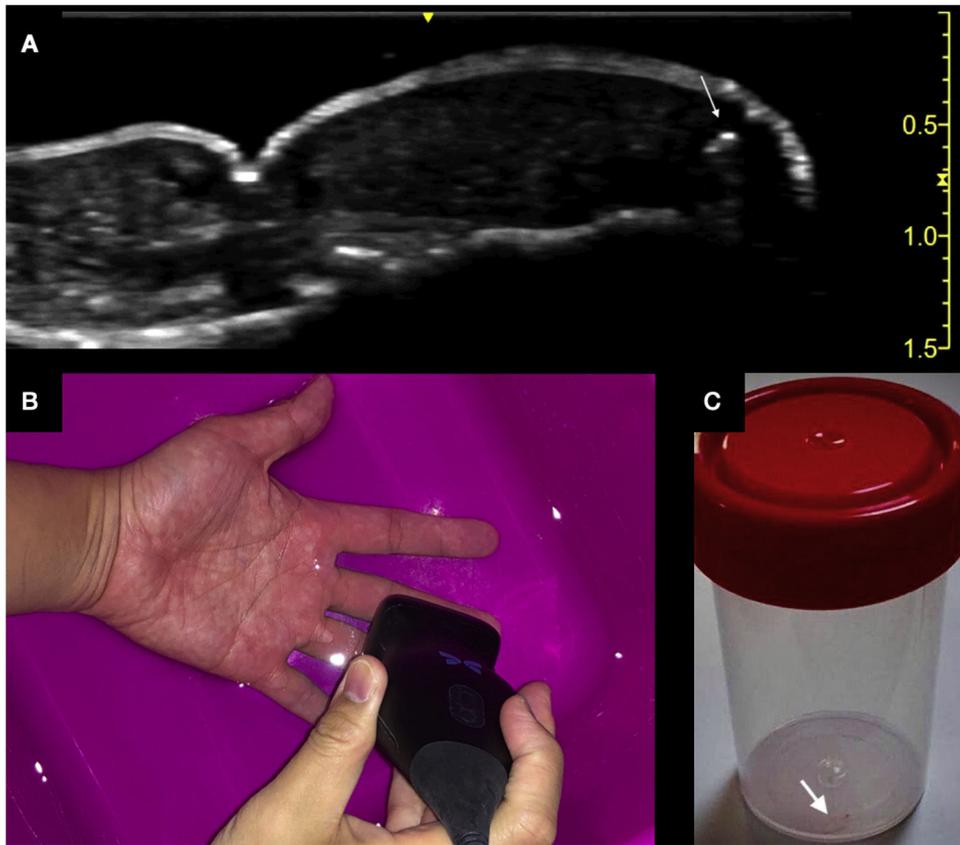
A) Esquirla de cristal (flecha blanca) en el 3.º dedo visualizada mediante ecografía clínica con B) Técnica «water-bath». C) Esquirla de cristal extraída.
